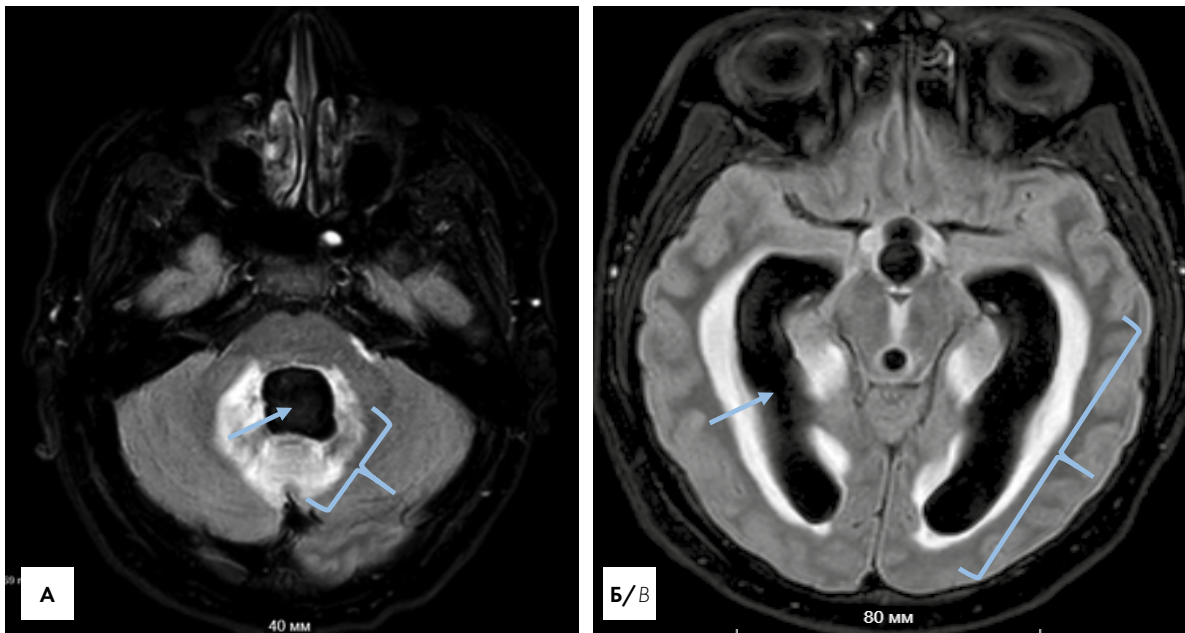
Окклюзионная гидроцефалия. МР-томограммы T2 – FLAIR, аксиальная проекция: А – расширение полости 4 желудочка (стрелка) с отеком прилежащего вещества мозжечка (скобка); Б – расширение задних рогов боковых желудочков (стрелка) с отеком прилежащего вещества больших полушарий (скобка)
